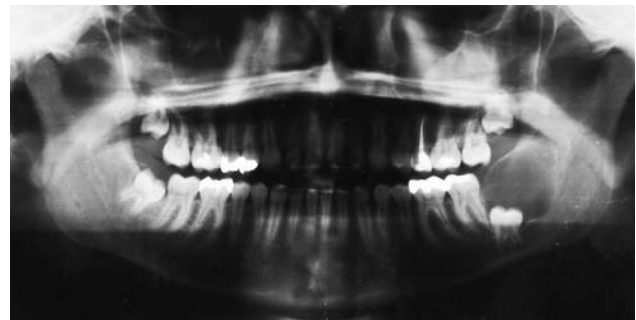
Orthopantomogramm bei der Erstvorstellung beim Hauszahnarzt. Es zeigt sich eine ausgedehnte zystisch imponierende Osteolyse im linken Kieferwinkel. Der Zahn 38 ist an den basalen Unterkieferrand verdrängt.
